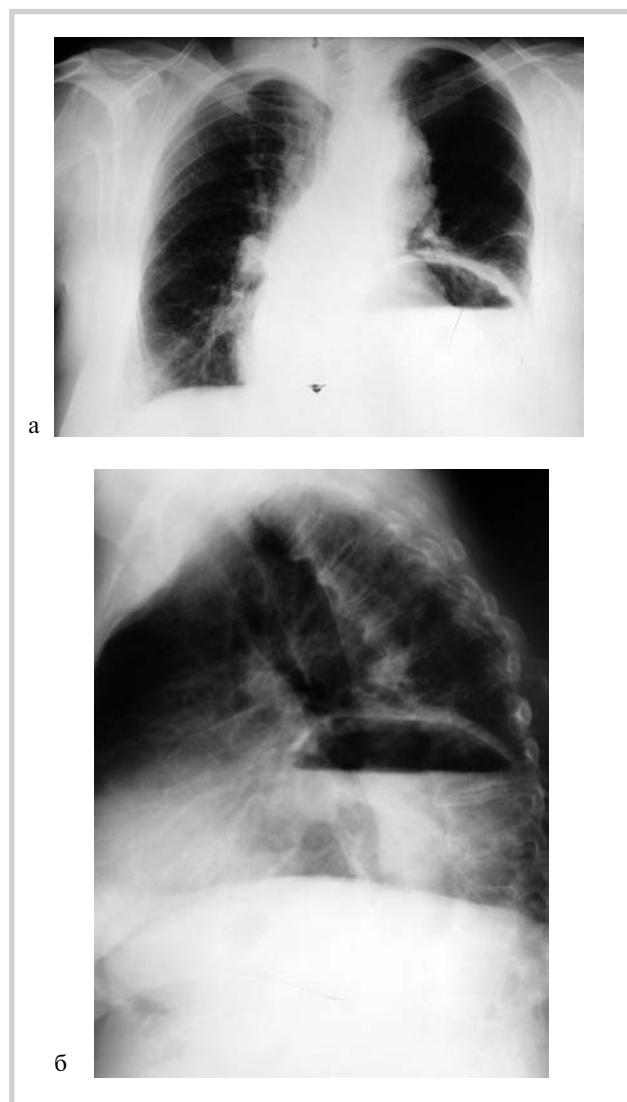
Рентгенограммы органов грудной клетки. Определяется газовый пузырь и уровень жидкости в желудке, расположенном в грудной полости, выше уровня диафрагмы.
